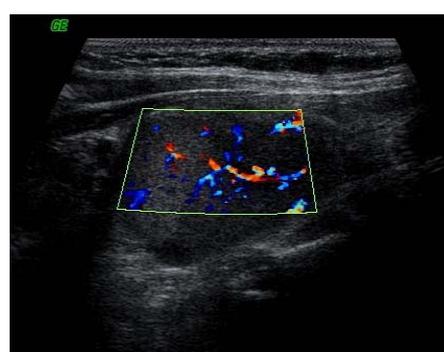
Интраоперационное УЗИ, аденома нижней паращитовидной железы (продольное сканирование в режиме цветового доплеровского картирования)
